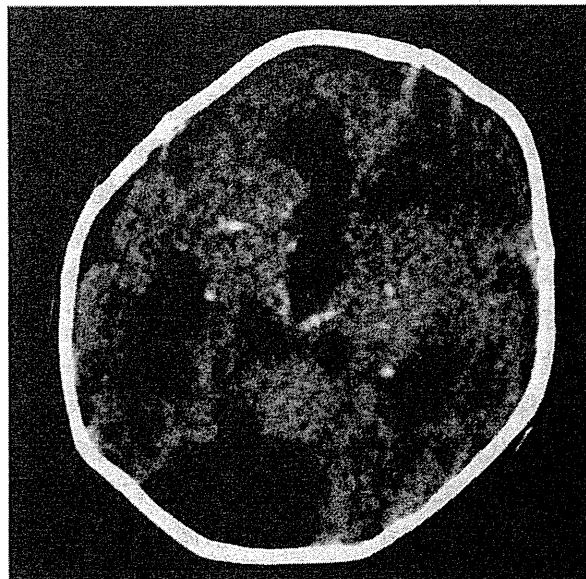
重度の精神運動発達遅滞・難聴・難治性てんかんを残した先天性サイトメガロウイルス感染症児の頭部CT画像
